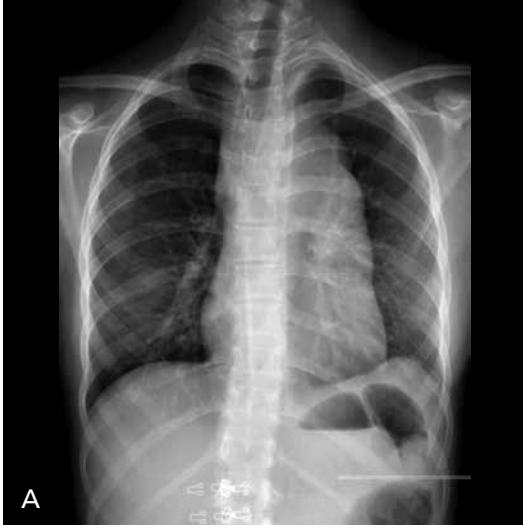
Astım. Astım tanısı ile izlenen 17 yaşında kız hastanın tedaviye yeterli yanıt vermeyen nefes darlığı ve "wheezing" şikayetleri olması üzerine elde edilen radyografide her iki akciğerde yaygın havalanma artışı izlenmektedir. Pnömoni veya hava kaçağı bulgusu yoktur.
